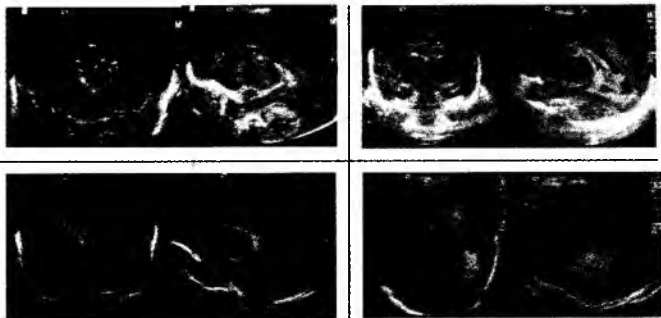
Corespondențe sonografice
